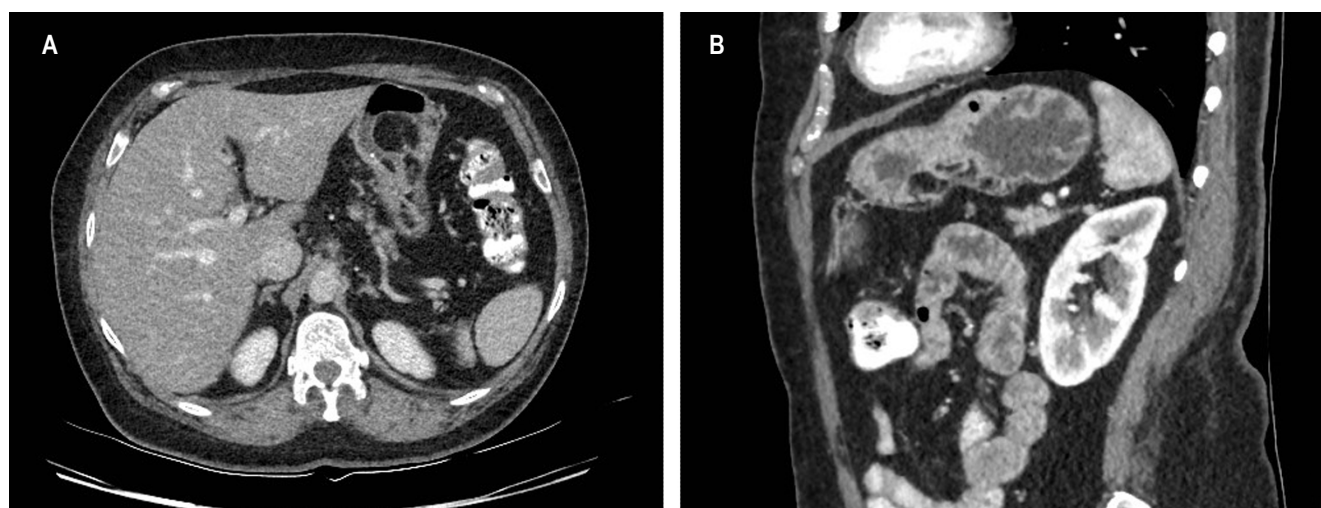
TAC de abdomen. A lo largo de la curvatura mayor del estómago se observan múltiples lesiones nodulares y redondas con densidad grasa (-100 UH) de localización submucosa transmural. A. Vista axial. B. Vista sagital.
